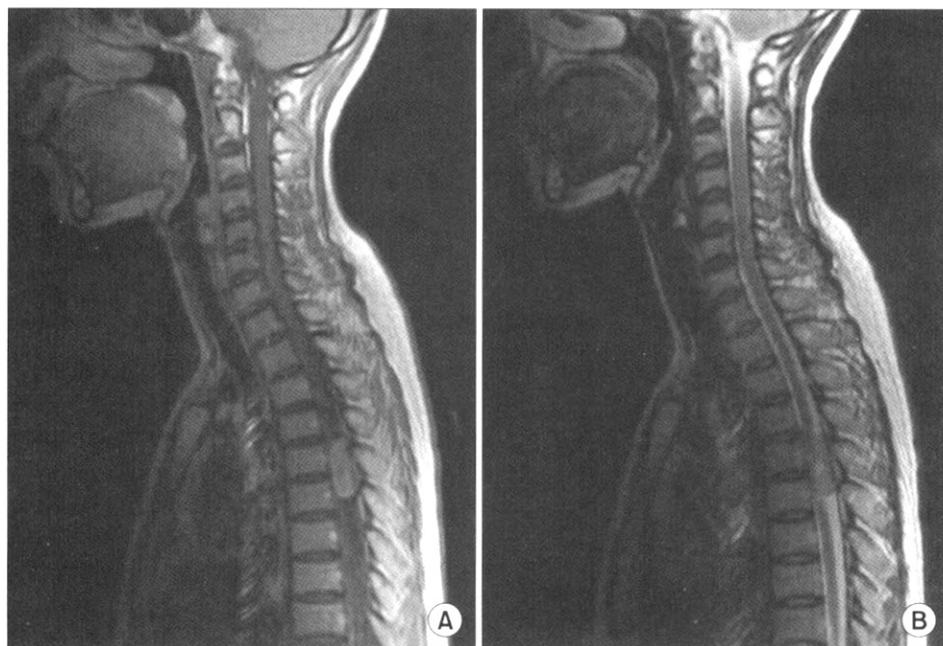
T1-weighted MR image (A) and T2 weighted image (B) at the T5-6 levels show a sausage like intradural, extramedullary mass ($3 \times 1 \times 1.2$ cm).
